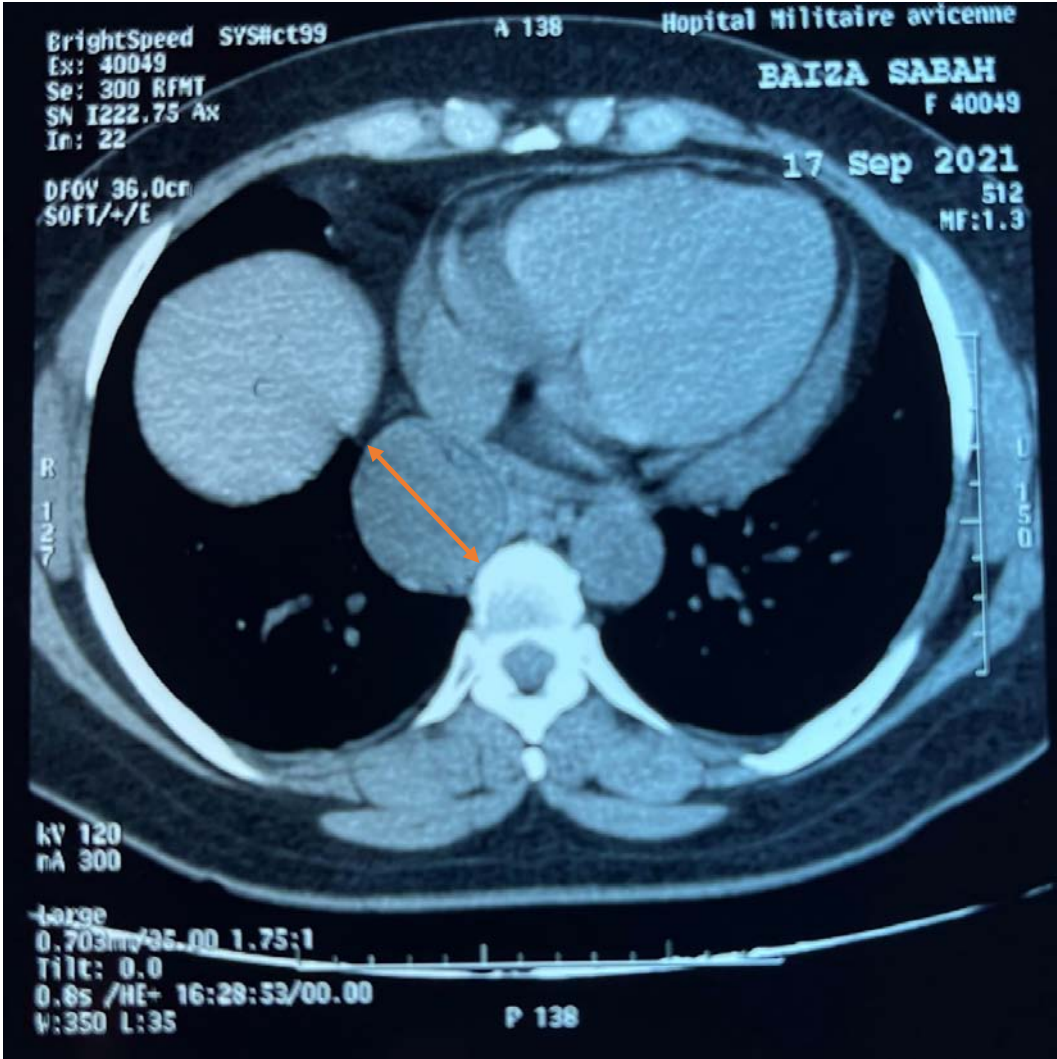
TDM thoracique montrant une masse kystique para œsophagienne droite
